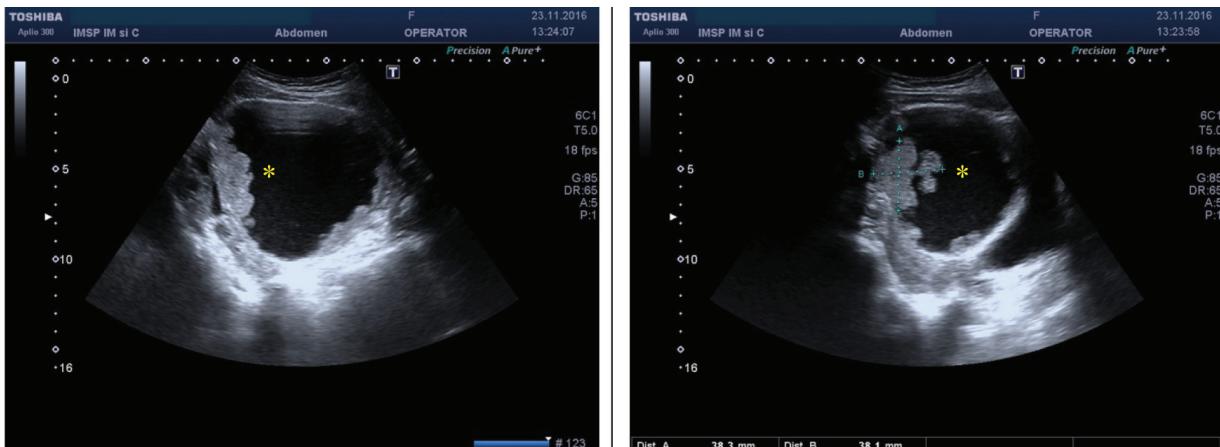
(a, b) Ultrasonografie transabdominală: chistadenom papilar paraovarian pe dreapta (*).
